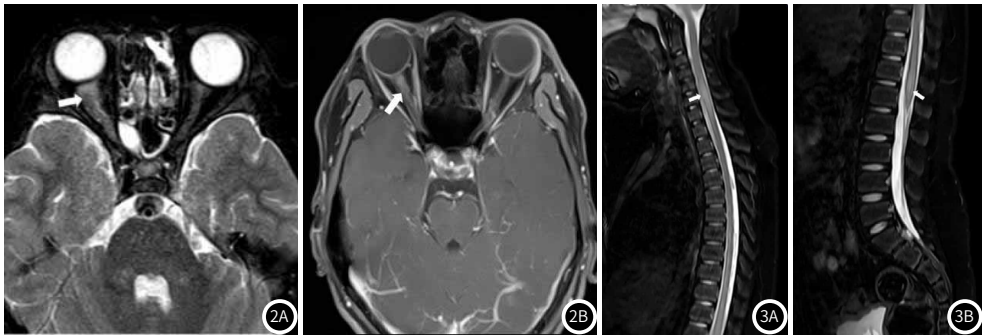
MOGAD患儿头颅MRI表现 图1A~图1B: 病例4右侧额颞叶白质内、左侧基底节可见斑片状FLAIR高信号, DWI序列未见弥散受限; 图1C~图1D: 病例6双侧大脑半球部分皮层、皮层下、深部白质、基底节、丘脑可见斑片状FLAIR高信号。图1E~图1F: 病例15 双侧小脑半球、脑干、右侧颞叶皮层下、双侧海马可见片状FLAIR高信号。图1G~图1H: 病例11左侧大脑半球FLAIR信号增高, 左侧大脑半球脑沟内线状强化信号(图3A : FLAIR增强序列, 白色箭头)。图2 MOGAD患儿视神经MRI 图2A: 病例4右侧视神经明显增粗, 边缘模糊, T₂压脂信号增高。图2B: 病例13 双侧视神经稍增粗, 增强后强化明显, 边缘可见条片状明显强化信号。图3 MOGAD患儿脊髓MRI 图3A~图3B: 病例8颈胸腰脊髓中央条片状T₂压脂高信号, 颈髓部分肿胀(白色箭头)。
